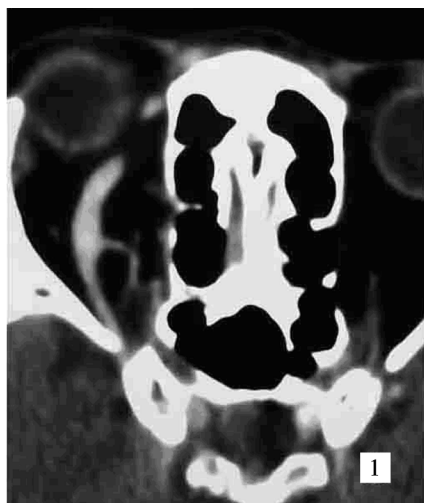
CT 平扫提示右侧眶内呈高密度扩张的眼上静脉
